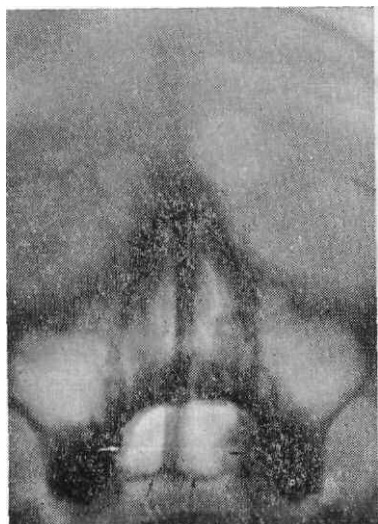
Рентгенограмма около-носовых пазух в носо-подбородочной проекции.
